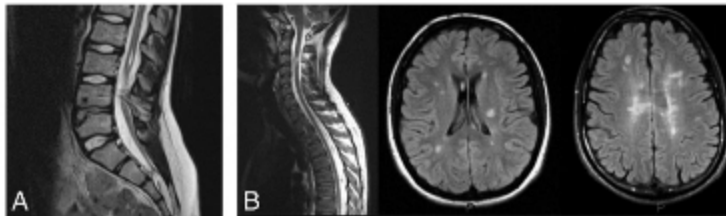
A. IRM : spina occulta. B. IRM : sclérose en plaques.
